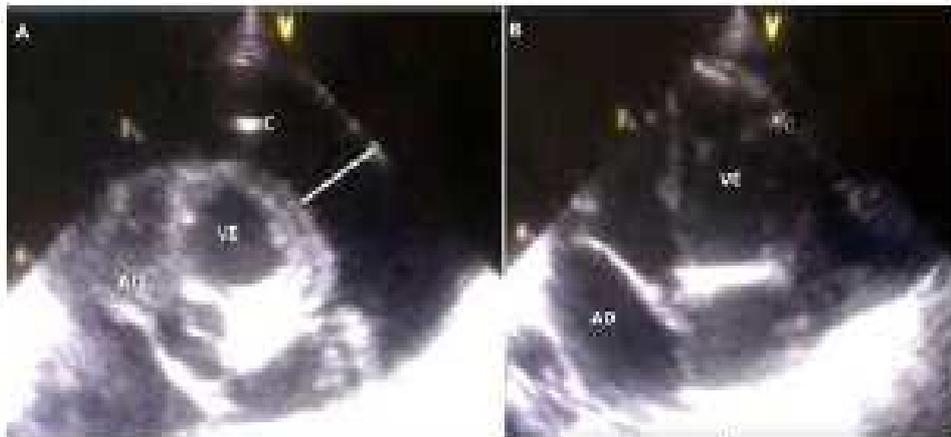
Ultrassonografia *point of care* no derrame pericárdico.
